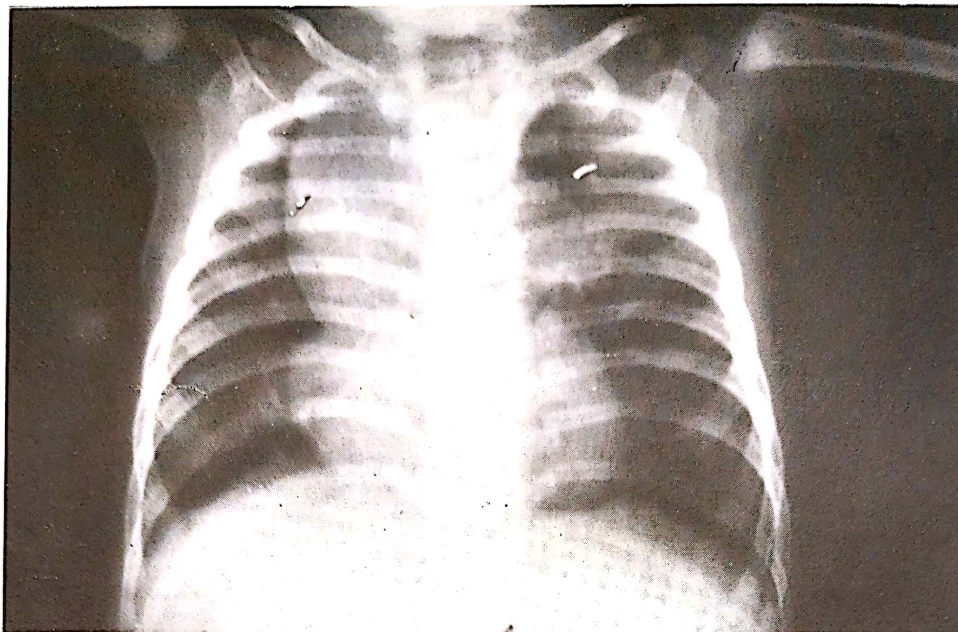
Hipertrofie voluminoasă a lobului timic drept, formă pseudotumorală. (Radiografie: pacienta L.D., în vârstă de 5 luni) (din colecția Lazăr E.).
